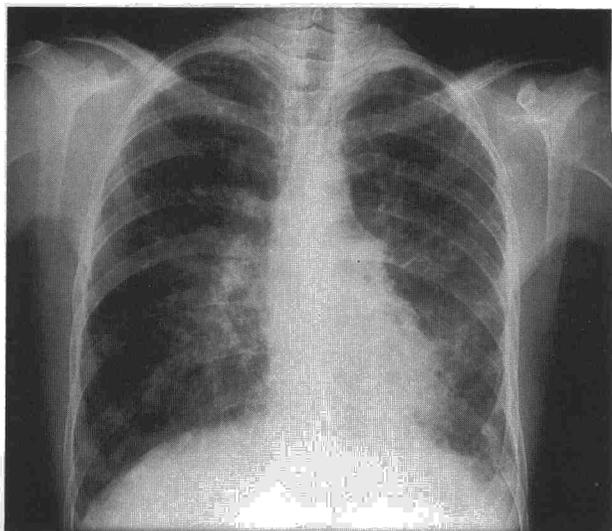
Radiografía PA de tórax. Se aprecian múltiples nódulos en ambos pulmones mal definidos y de diferentes tamaños.
